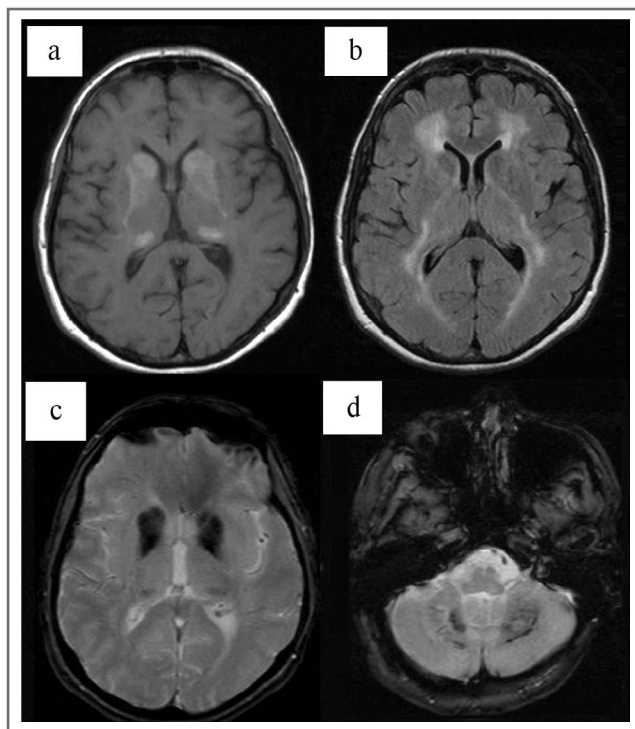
МРТ ГМ пациентки К.: а – определяется гиперинтенсивный сигнал в режиме T1 в проекции базальных ядер и таламусов; б – гиперинтенсивность белого вещества лобных, теменных и затылочных долей в режиме T2-FLAIR; в – симметричный гипоинтенсивный сигнал в области базальных ядер; д – в полушариях мозжечка в режиме T2*WI.
